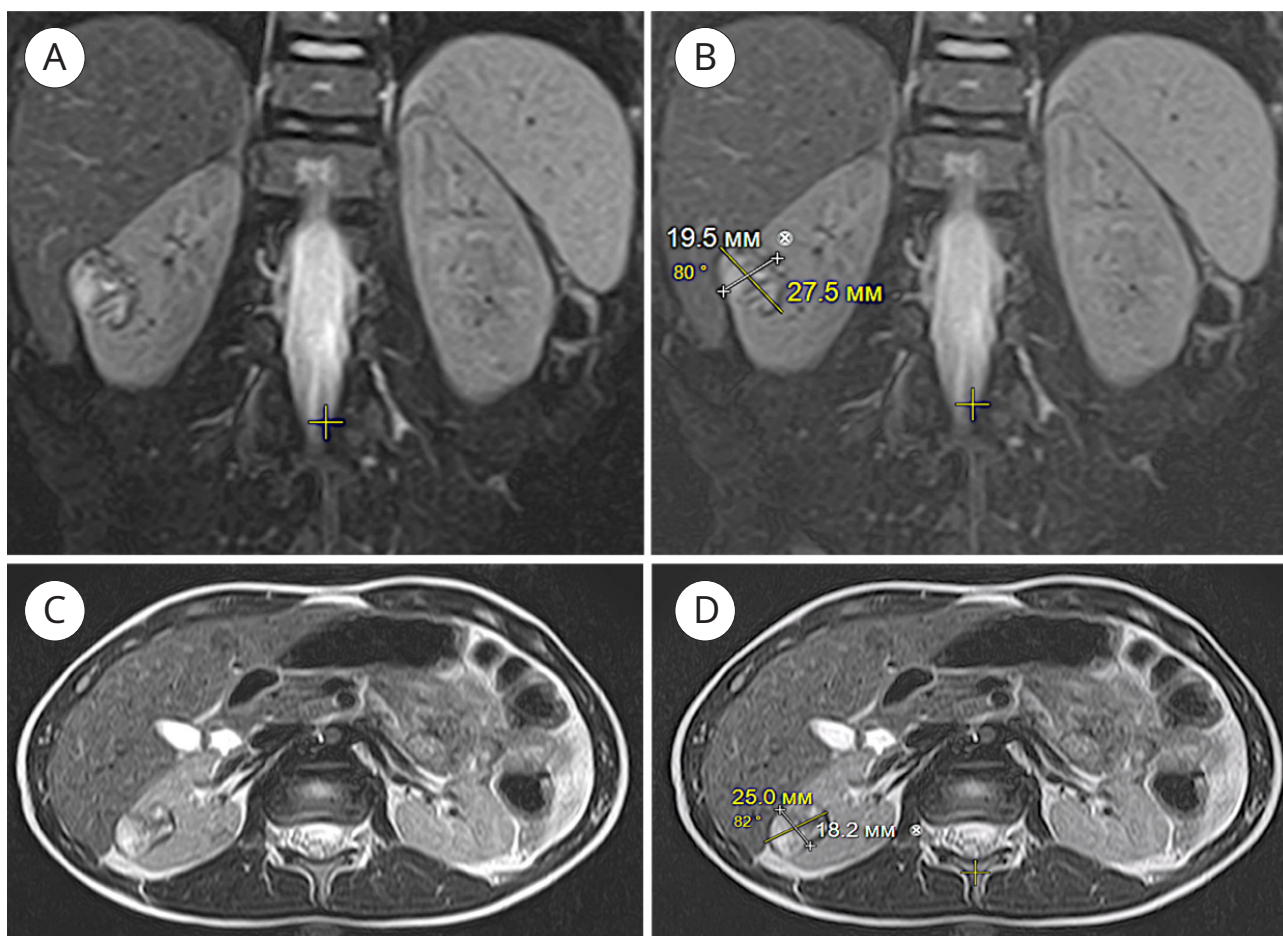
МРТ почек (июнь 2023 года). Очаговое образование правой почки 19,5 × 27,5 × 5,0 мм с признаками кровотока в узле: А, В — фронтальная, С, D — аксиальная проекции
